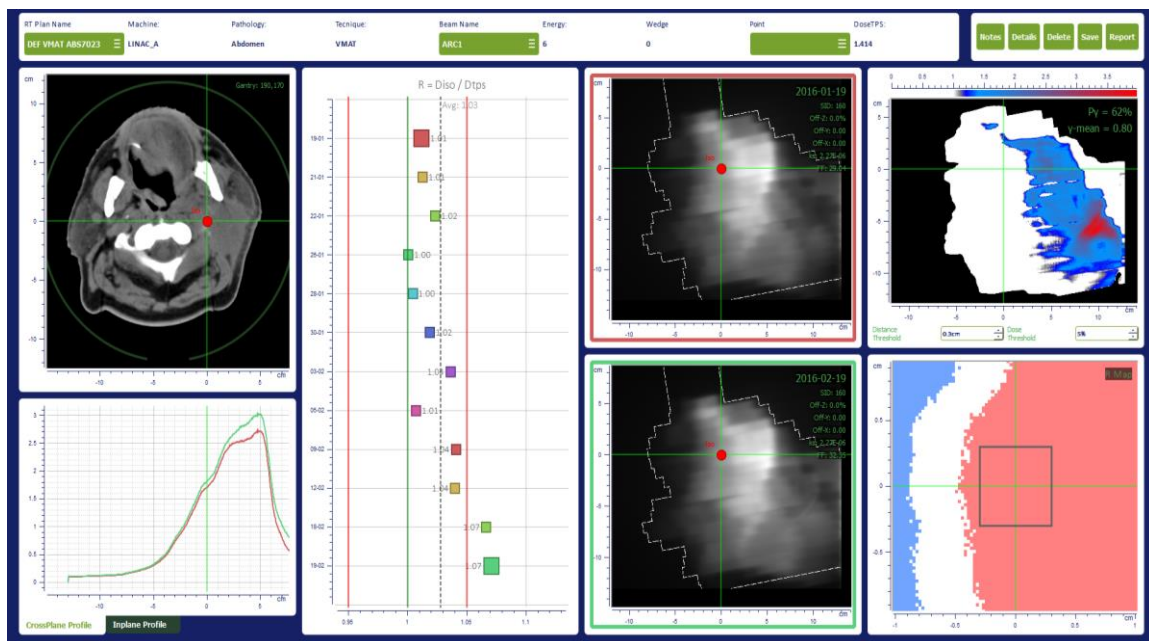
Un esempio di schermata dei risultati ottenuti con SOFTDISO, dove a sinistra è riportato in alto la sezione tomografica CT contenente il punto di isocentro di un trattamento VMAT del tumore del testa-collo, in basso sono riportati i profili di due test, il primo e l'ultimo della serie. Nella seconda colonna sono riportati i rapporti R ottenuti nei vari test. Nella terza colonna sono riportate 2 immagini EPID per l'analisi- γ riportata nella quarta colonna. Infine in basso i valori di R dell'ultimo test ottenuti intorno al punto di isocentro che mostrano un sopradossaggio (colore rosso).
